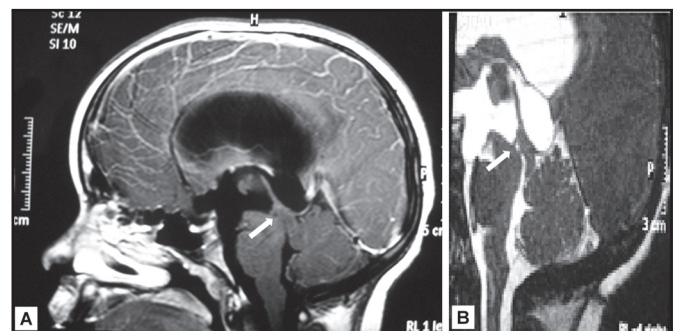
Ressonância nuclear magnética de crânio (A) ponderada em T1 e (B) ponderada em T2 evidenciando estenose aquedutal causada por dois septos (setas) medindo cerca de 3 mm o primeiro e cerca de 1,5 mm o segundo.
